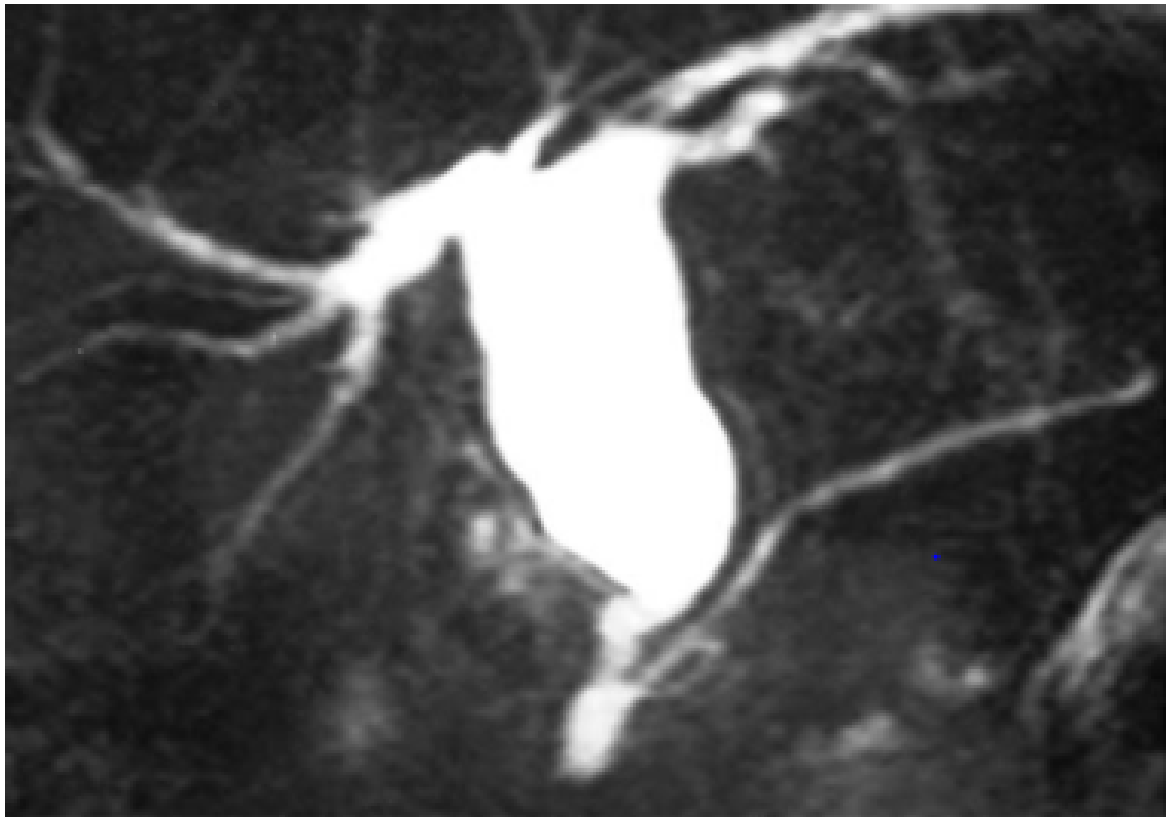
Bili-IRM montrant une dilatation kystique de type I selon Todani associée à une AIBP type I selon Kimura(3).
